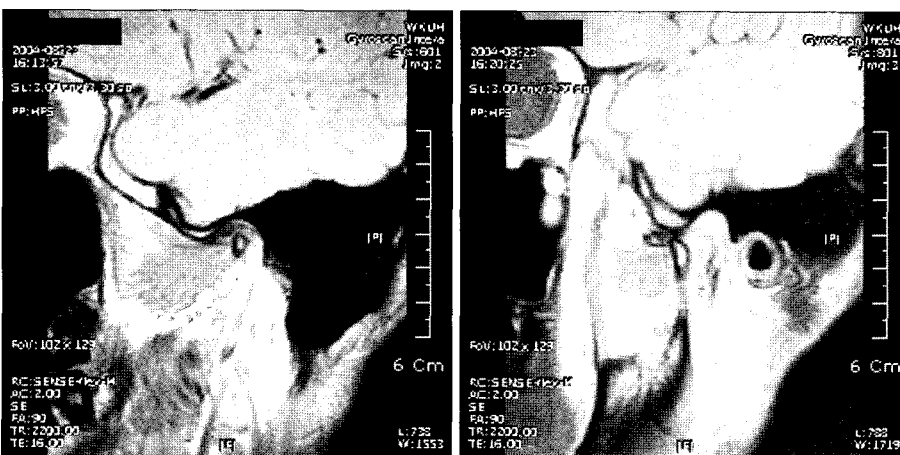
The magnetic resonance images of temporomandibular joint in a patient of anterior displacement without reduction.
